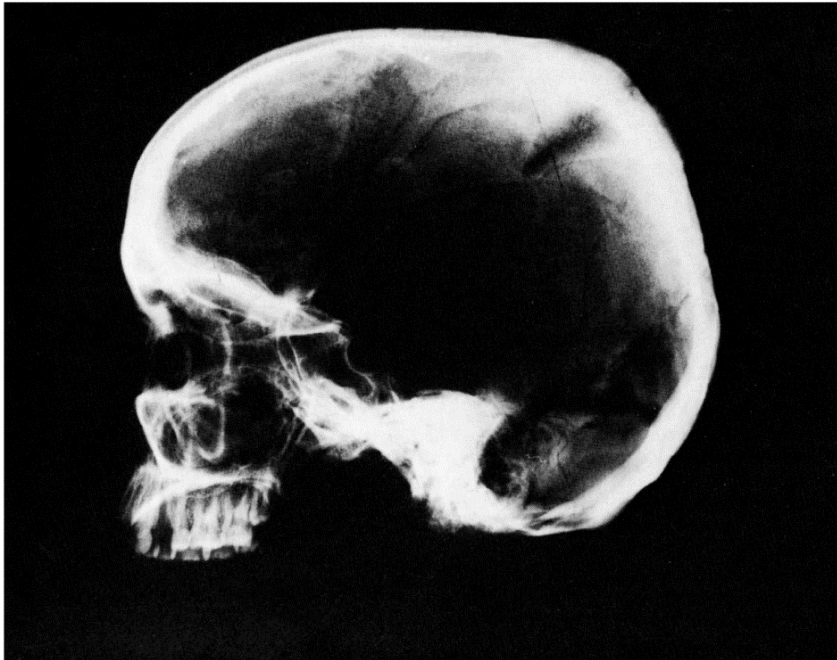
Lateral radiograph of apparent parietal prominence.
